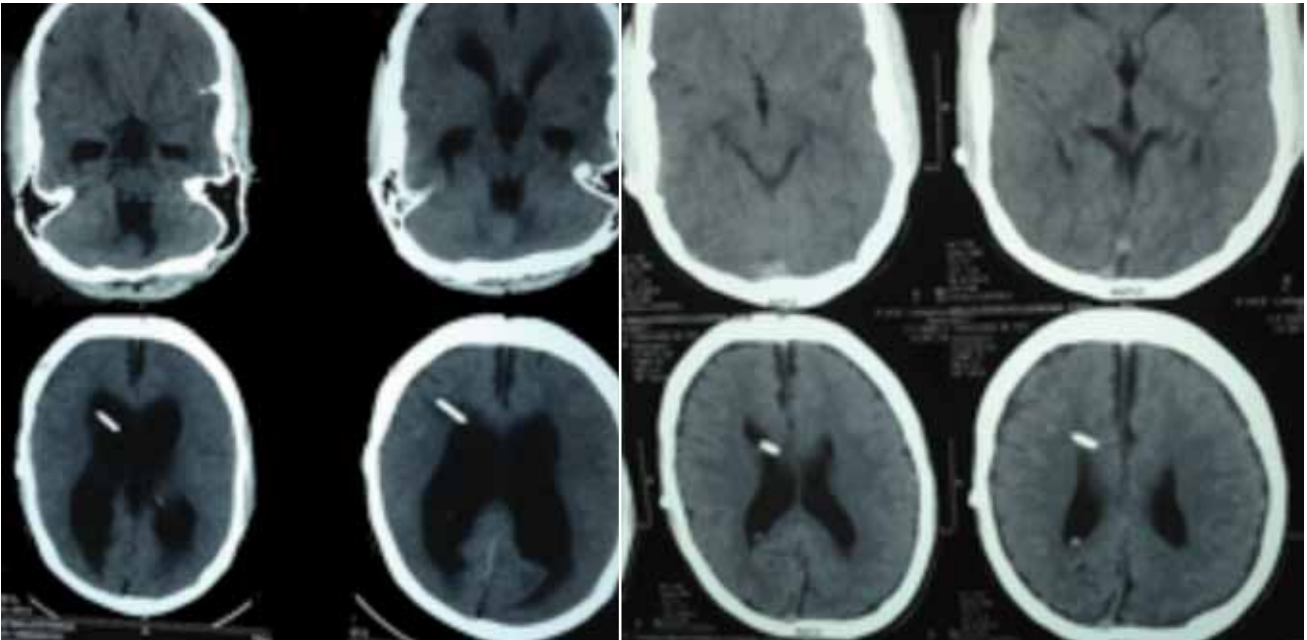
TAC de cráneo simple: A. Se evidencia ventriculomegalia tricameral, abaloniamiento del tercer ventrículo y edema trans endimario, con catéter valvular inserto en cuerno frontal derecho, con aparente disfunción. B. Control POP, con disminución marcada del tamaño ventricular, desaparición del edema traspendimaria y aumento del espacio subaracnoideo, con permanencia del catéter ventricular disfuncional, en cuerno frontal derecho.
